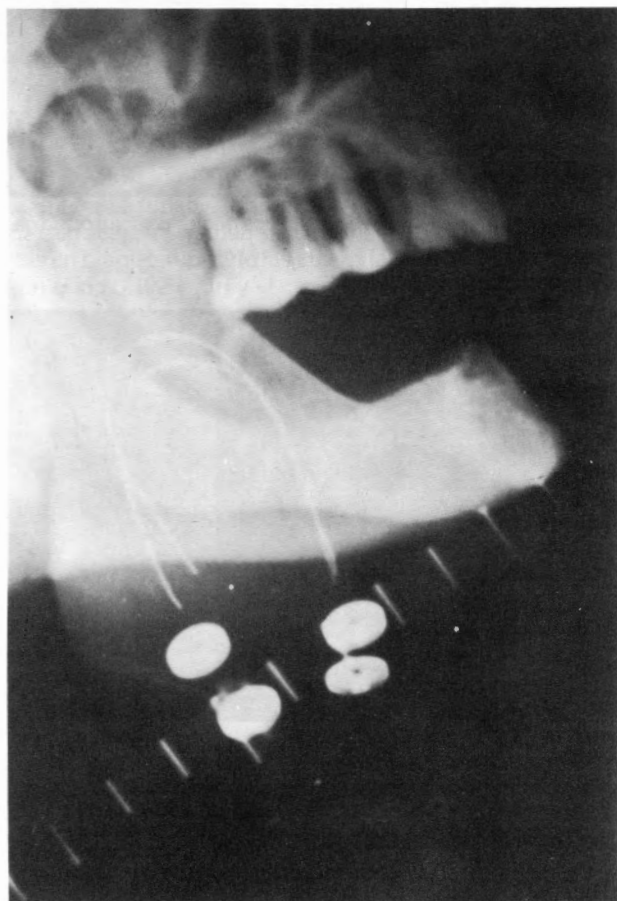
Radiografía lateral de una técnica de hilos plásticos.
